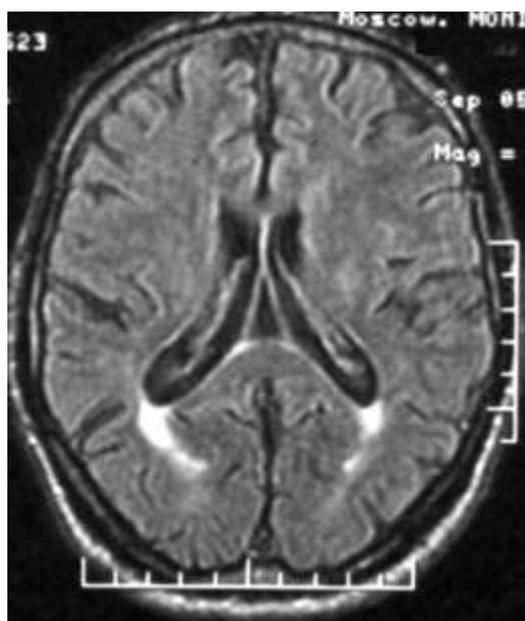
МРТ больного А., 56 лет. Диагноз: Сахарный диабет II типа. Средне-тяжелое течение, компенсация. Гипертоническая болезнь IIБ стадии. Дисциркуляторно-метаболическая энцефалопатия, 2 клиническая стадия
